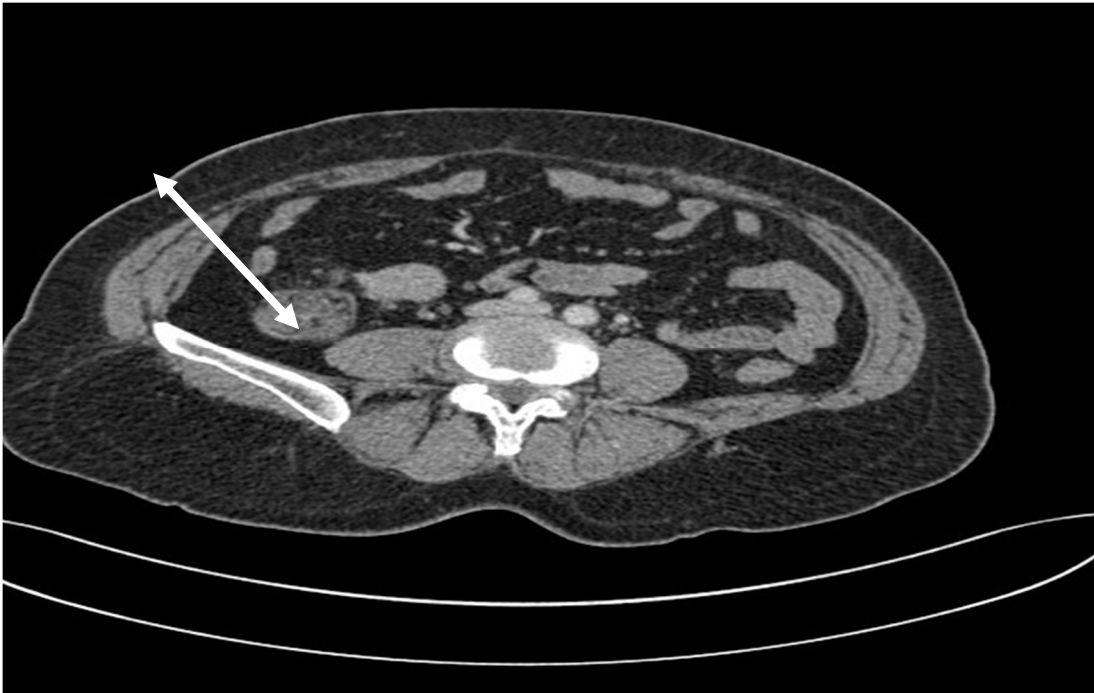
TDM abdominale de la patiente montrant une masse tissulaire homogène au dépend d'une anse iléale.
